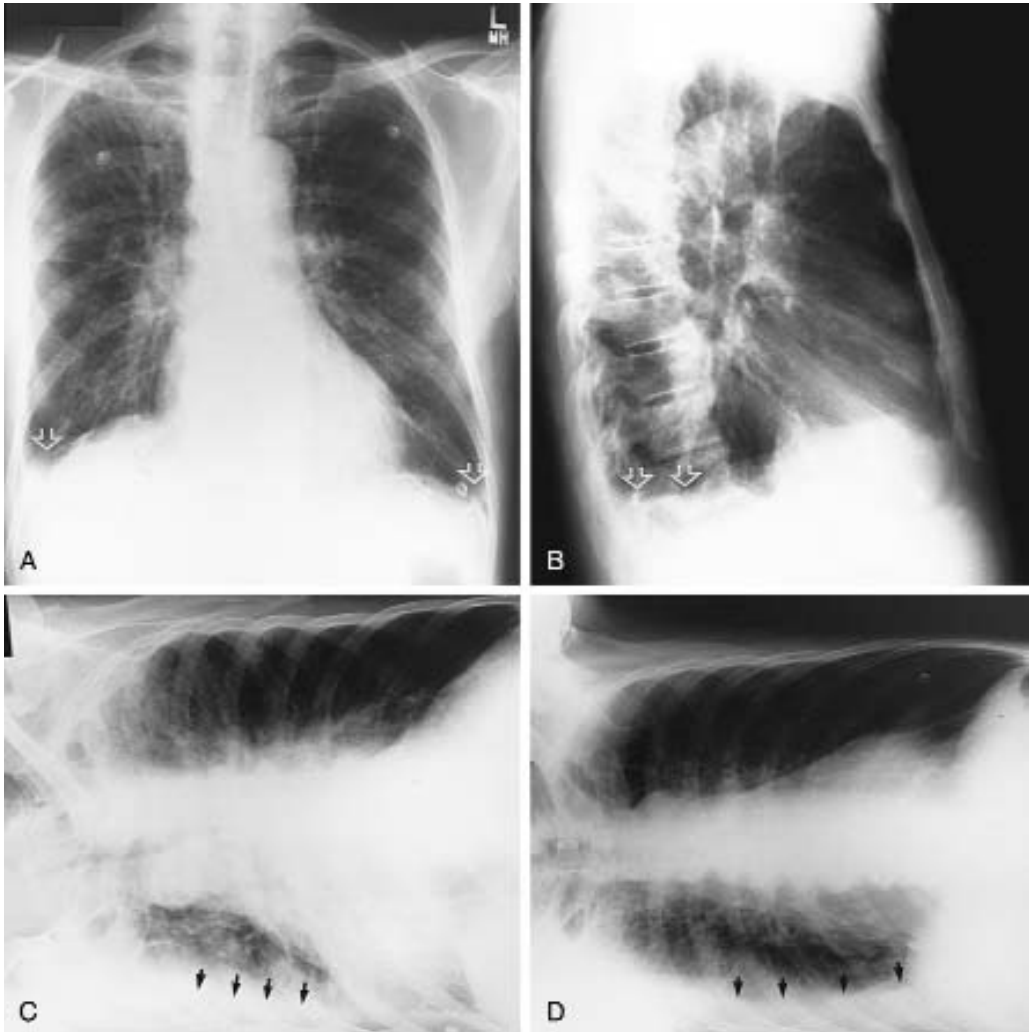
Radiografías bilaterales en decúbito lateral: derrame pleural bilateral.
